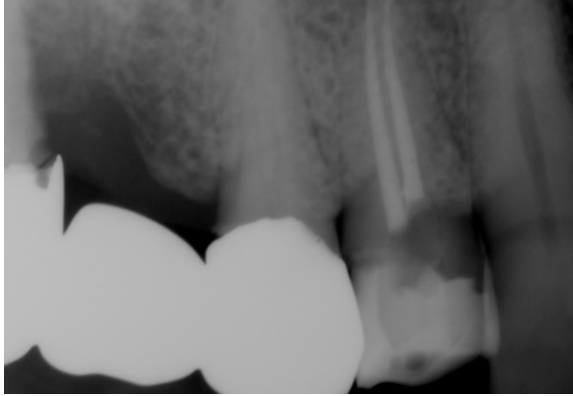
근관치료 완료 후 치근단 방사선 사진.
